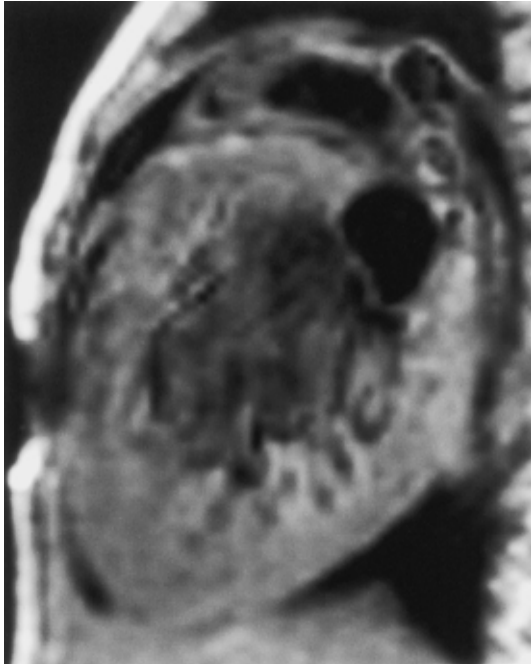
MRI 所見 (T 1 強調画像 ; 矢状断)
